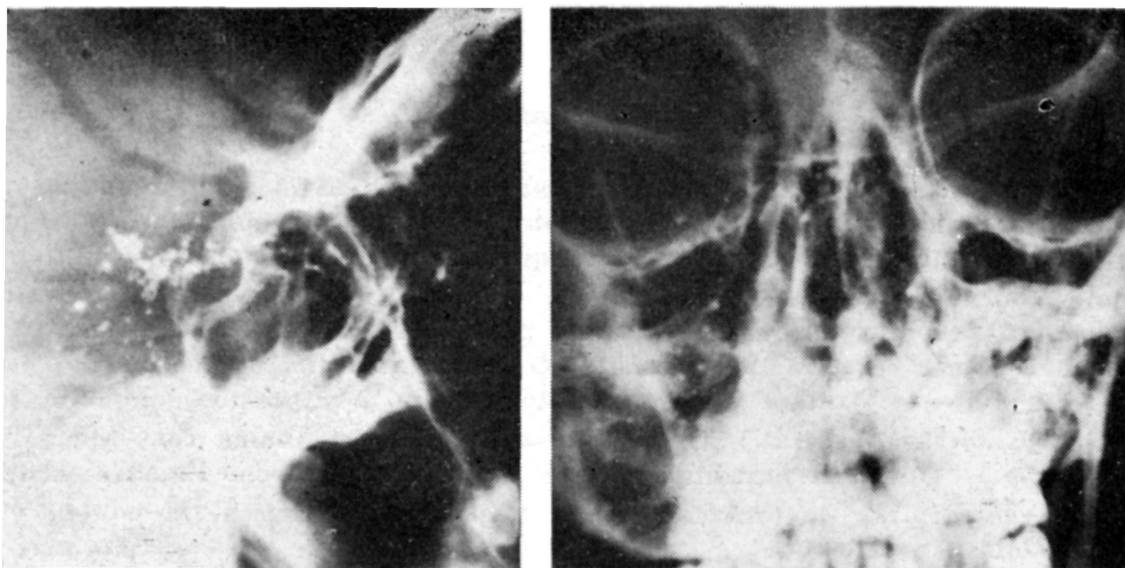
Caso M. A. S. Radiografias de crânio mostrando gotículas de Pantopaque na região selar.
